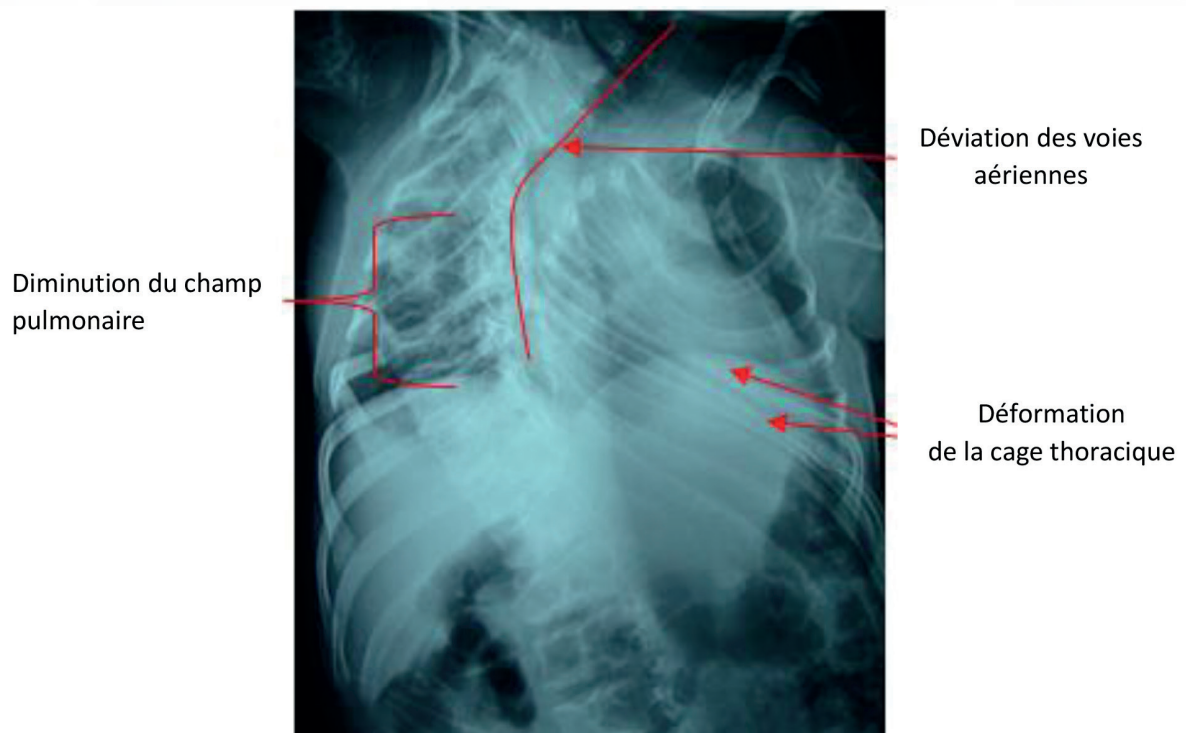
Radiographie du thorax illustrant les différentes atteintes thoraciques[collection personnelle]
